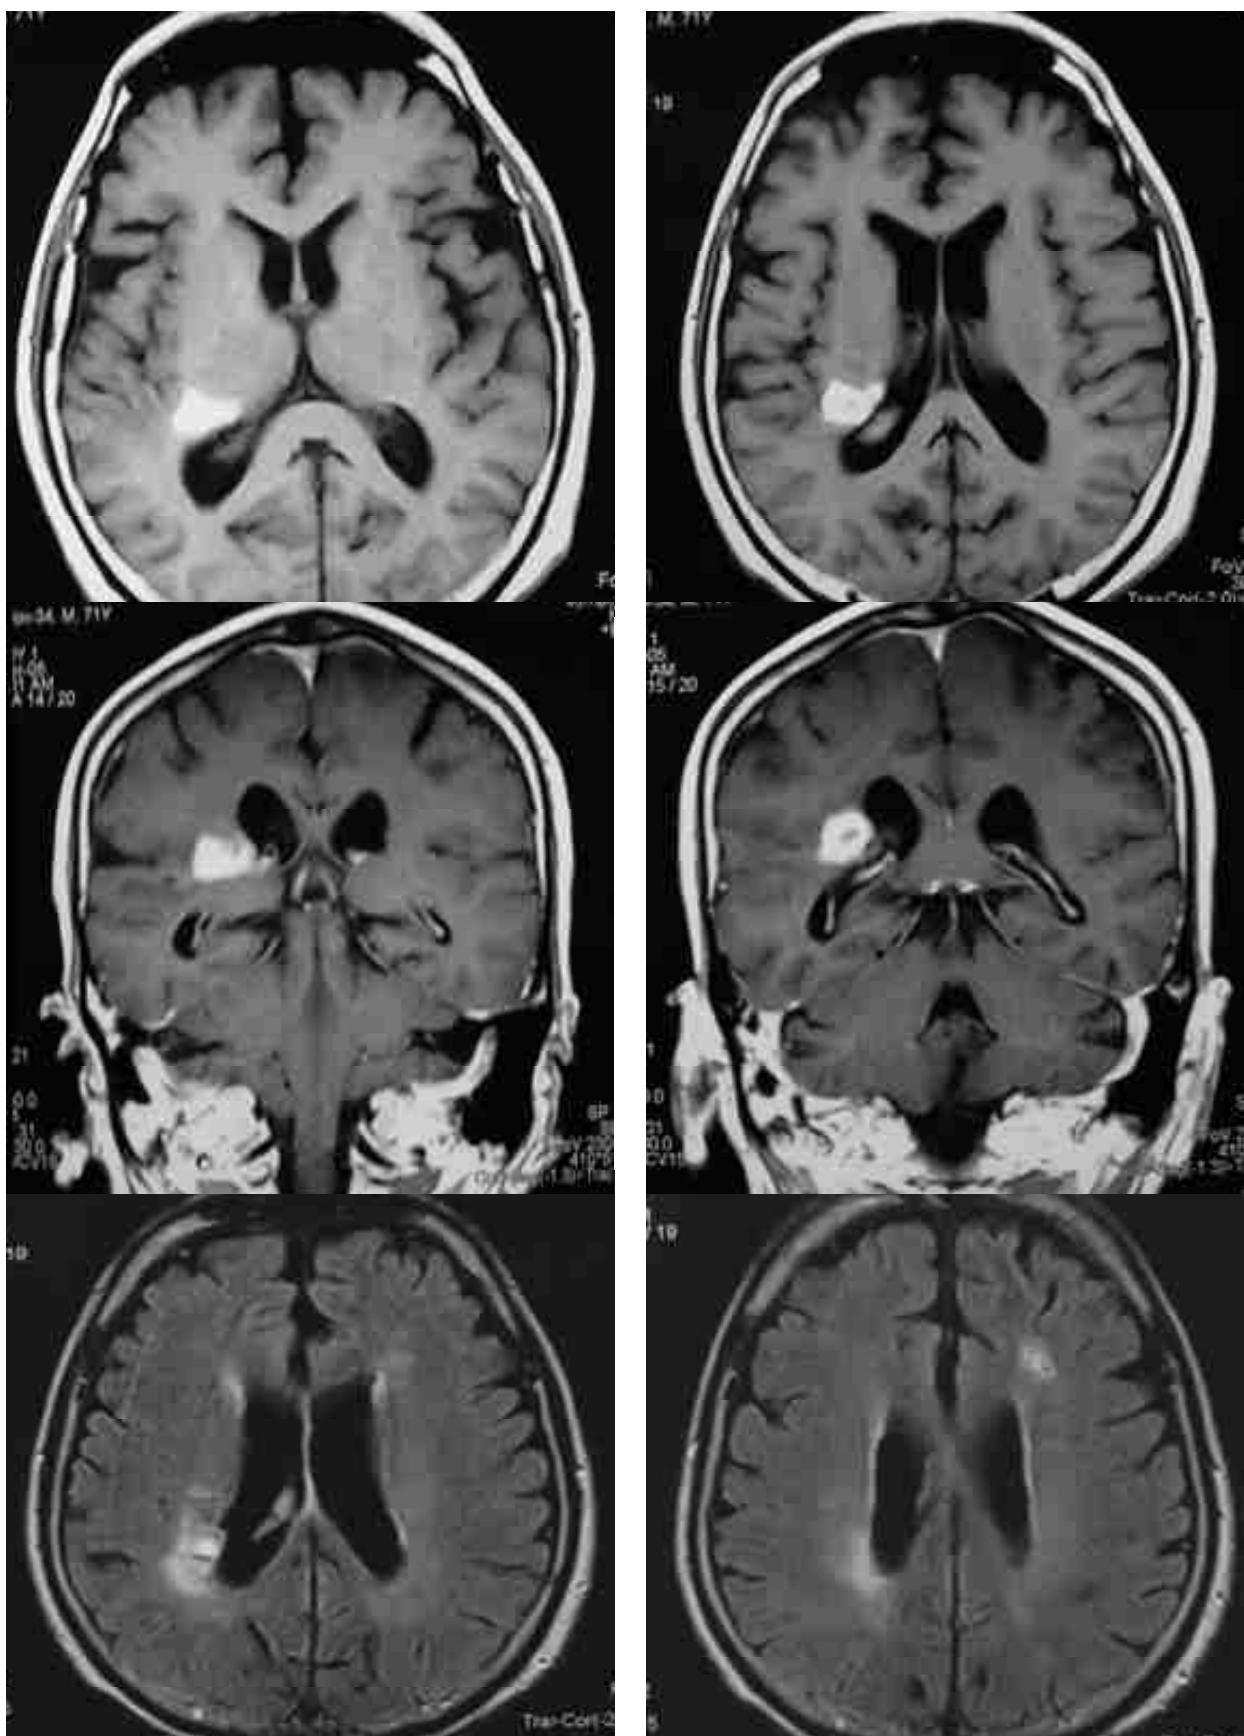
Resonancia magnética. Hematoma subagudo tálamo-capsular derecho con extensión intraventricular (A y B). Hiperdensidad subcortical frontal izquierda (C).
